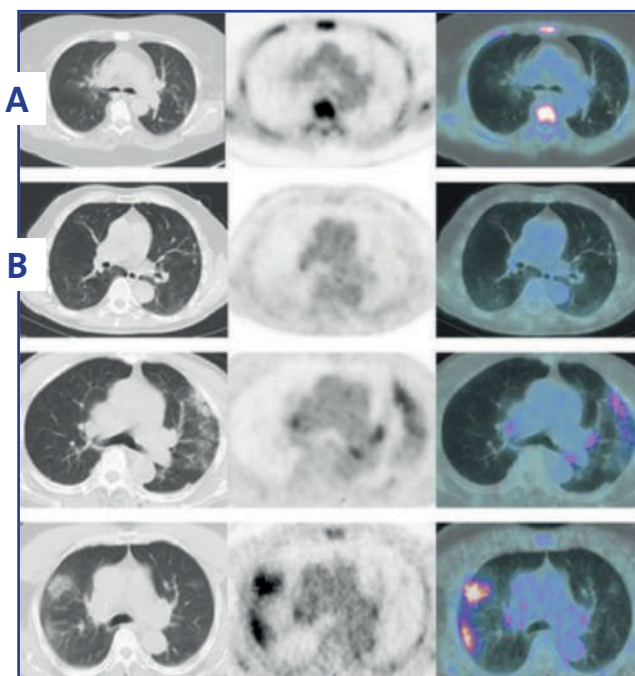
Diferentes categorías de los patrones observados por tomografía simple en ventana para pulmón, PET CT FDG y, posteriormente, la fusión de imágenes. A. Patrón de la COVID-19 temprana (menos de cuatro semanas) con captación difusa del radiofármaco. B. Patrón de la COVID-19 tardía, con aumento del metabolismo de la glucosa y patrón de consolidación en la imagen por tomografía computarizada.
